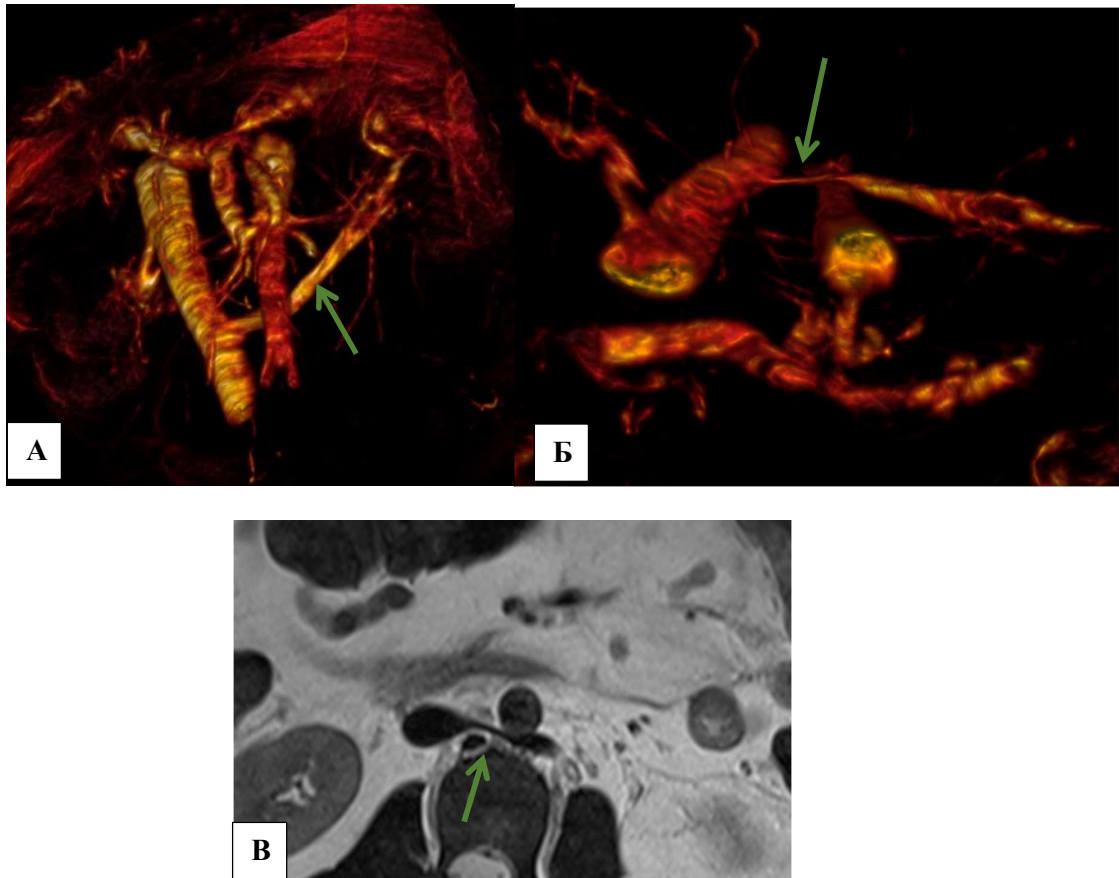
МР-томограммы. Ретроортальное расположение левой почечной вены с признаками ее компрессии позади аорты (зеленая стрелка) А) TOF фронтальная 3D реконструкция; Б) TOF аксиальная 3D реконструкция; В) T2 ВИ, аксиальная плоскость
